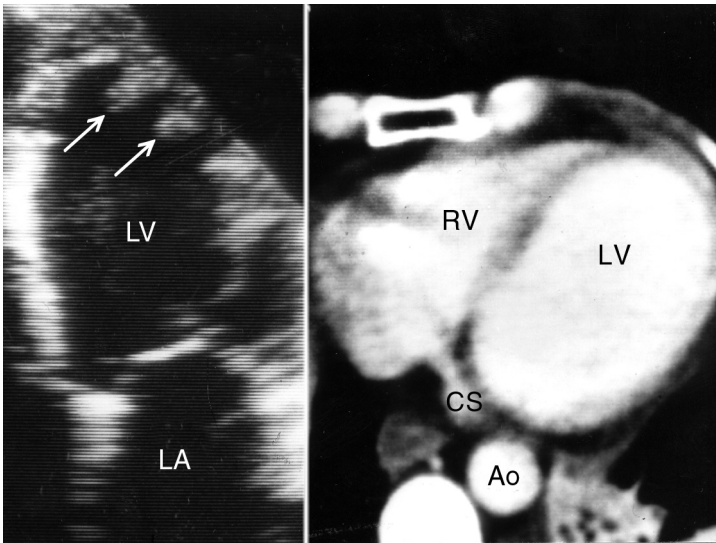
Гипертрофическая кардиомиопатия с трабекулами верхушки левого желудочка. Трабекулы выглядят как тромбы. При КТ с контрастированием дефект наполнения левого желудочка не выявлен — тромбоза нет. Ao — аорта, CS — коронарный синус, LA — левое предсердие, LV — левый желудочек, RV — правый желудочек. Schiller NB, Himelman RB. Echocardiography and Doppler in Clinical Cardiology, in: Parmley WW, Chatterjee K., ed. Cardiology. Lippincott, 1991.
